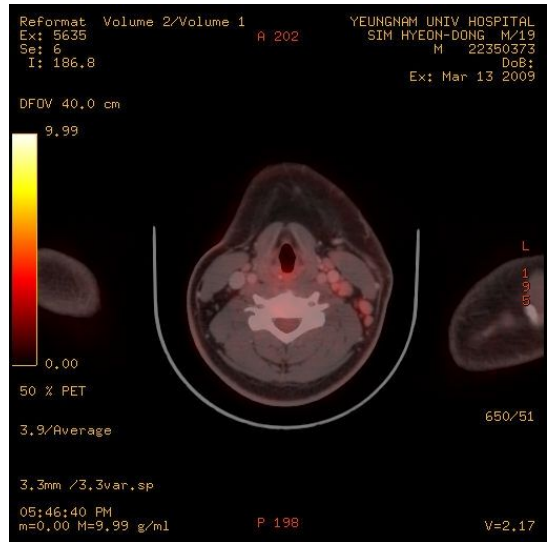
A PET-CT scan shows multiple hypermetabolic lymph nodes in the left superficial and deep cervical area.
